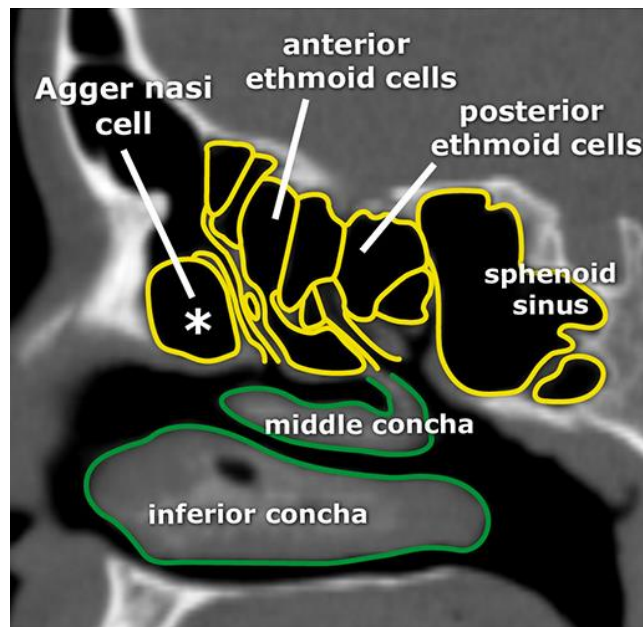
Reformatação sagital de TC dos SPN, variante anatômica cavidade nasal e SPN(12)
